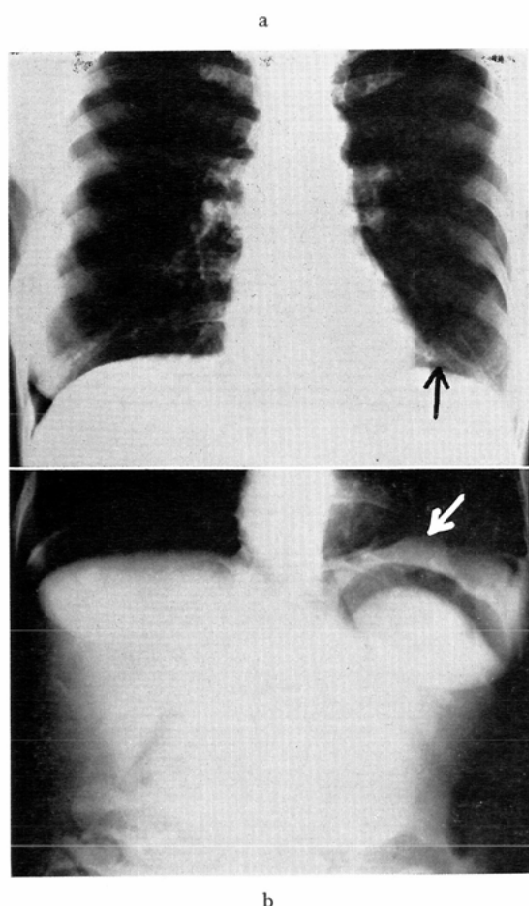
A 63-year-old female with metastatic liver tumor. a: Posteroanterior chest roentgenogram shows localized elevation of the left hemidiaphragm (arrow). b: Erect roentgenogram with pneumoperitoneum shows large abdominal mass and lobulated tumor below the left hemidiaphragm (arrow.)
